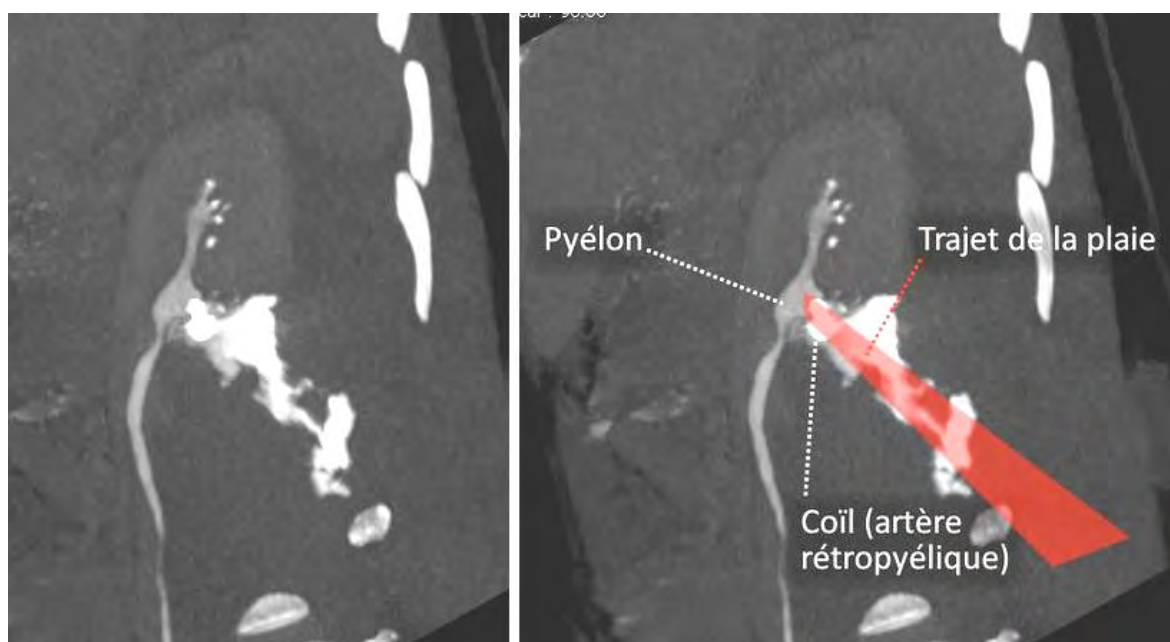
TDM au temps tardif, reconstruction MPR en MIP. Noter l'extravasation du produit de contraste prenant le trajet de la plaie, qui correspond à la fistule cutanée.
